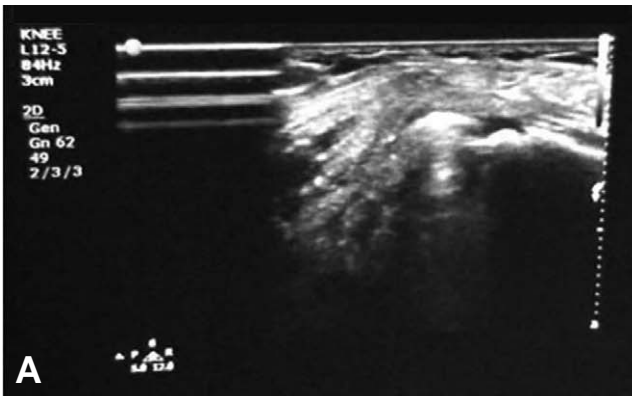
(A) Longitudinal ultrasound image shows hypoechoic mass on the quadriceps tendon just proximal to the patellar button. The quadriceps tendon is visualized as hyperechoic fibrillar structure. (B) Another longitudinal ultrasound image of the same patient shows hypoechoic fibrous nodule at junction of the patellar button and the quadriceps tendon.
